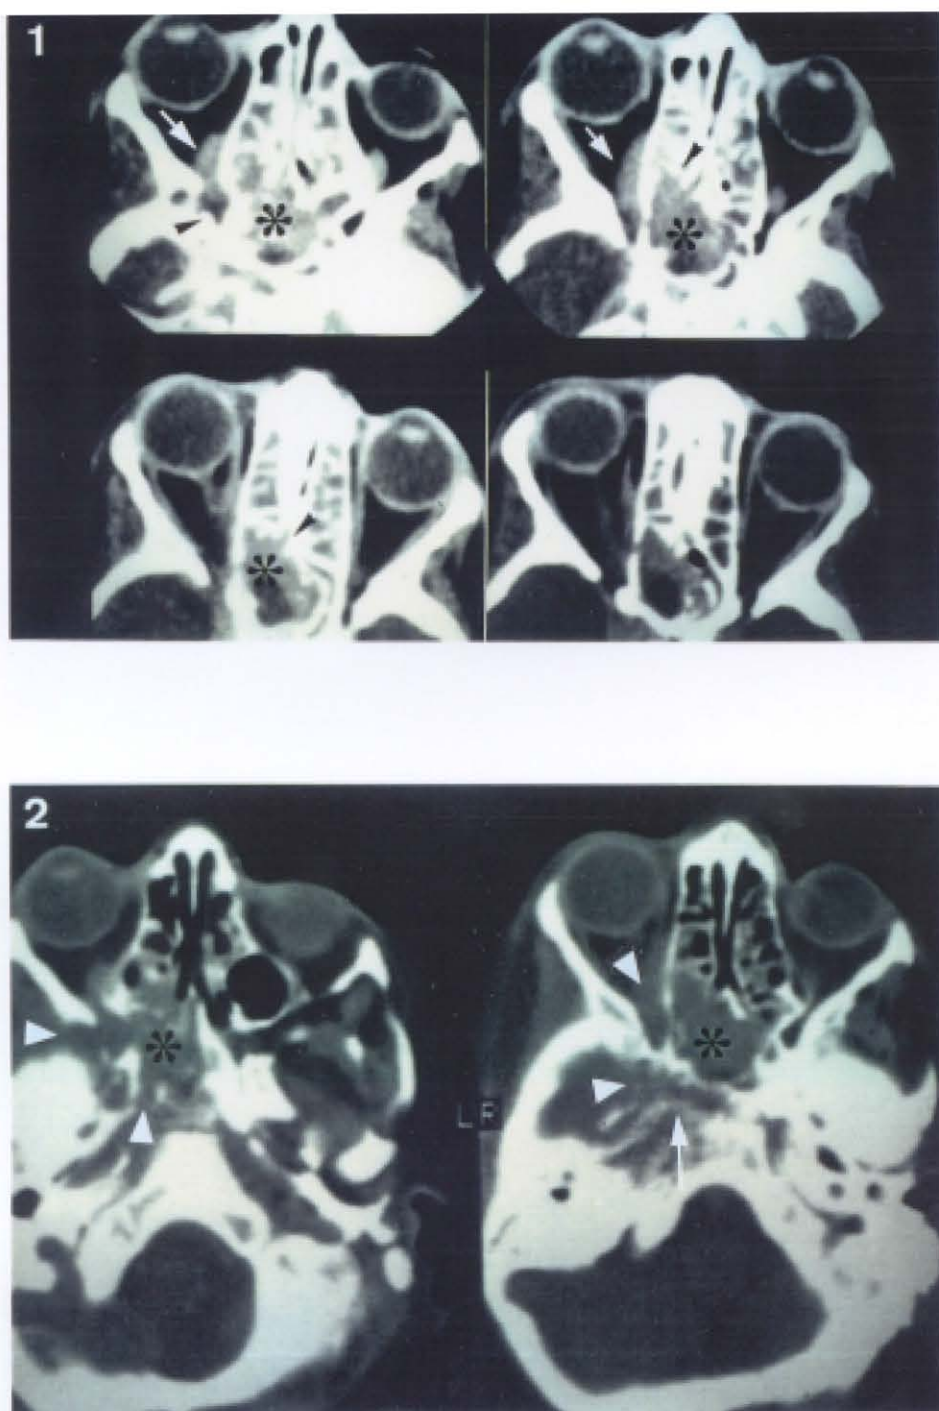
Tumor irreseccable por estadiaje mediante TC.
